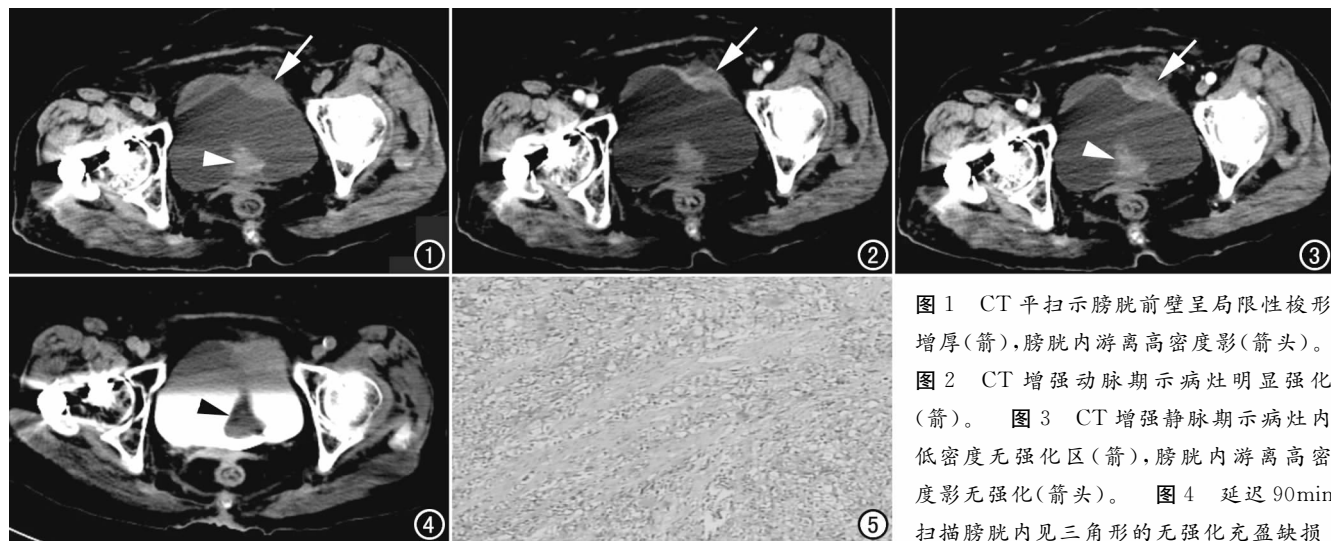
CT 平扫示膀胱前壁呈局限性梭形增厚(箭),膀胱内游离高密度影(箭头)。
